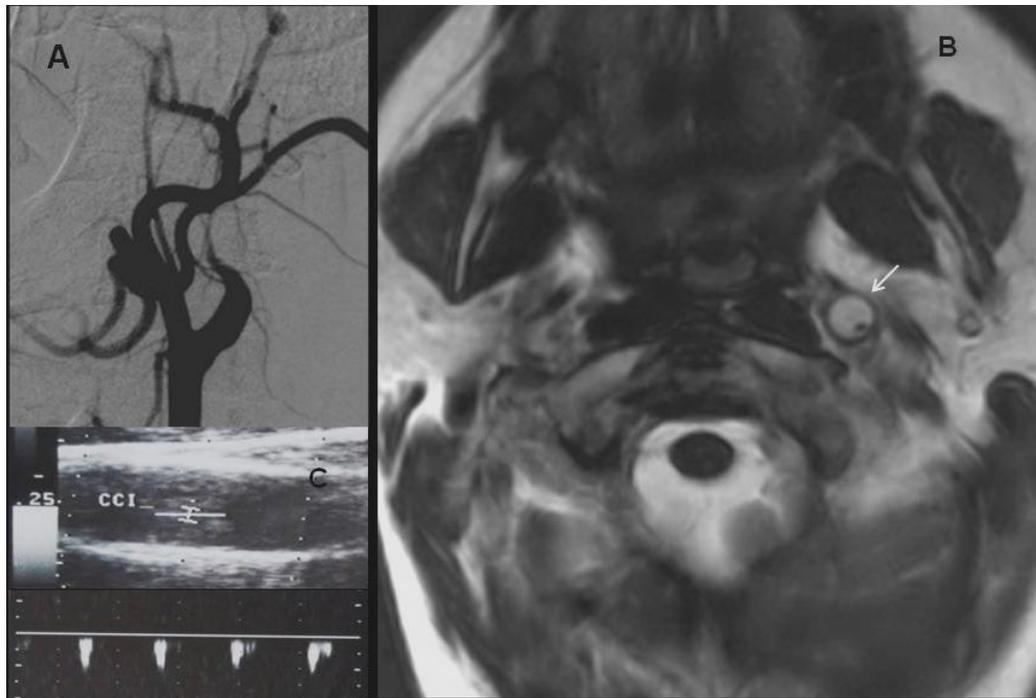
A. Angiografía por sustracción digital de ambas carótidas. En la carótida interna izquierda, distal al bulbo, existe reducción progresiva del lumen arterial (signo de la cuerda). B. Resonancia magnética. Corte axial a nivel de las carótidas internas que muestra el signo de la media luna. C. Eco Doppler color. Patrón de alta resistencia en la carótida común izquierda, escaso llenado del lumen del vaso con el flujo de poder, indicativo de oclusión u estenosis significativa distal.
